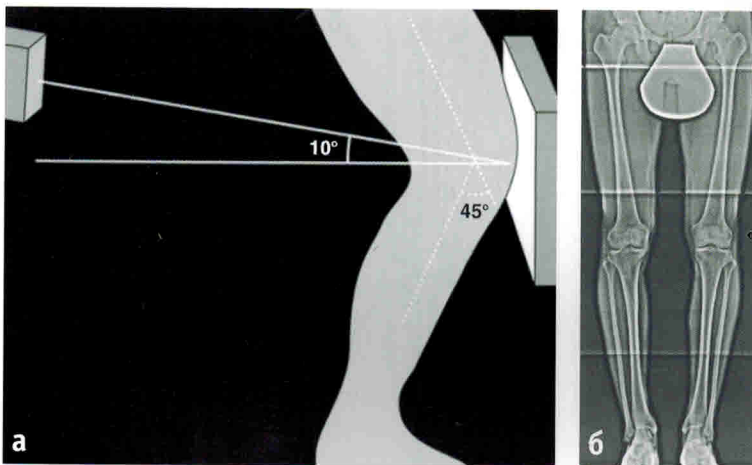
Схемы выполнения рентгенографии коленных суставов:
